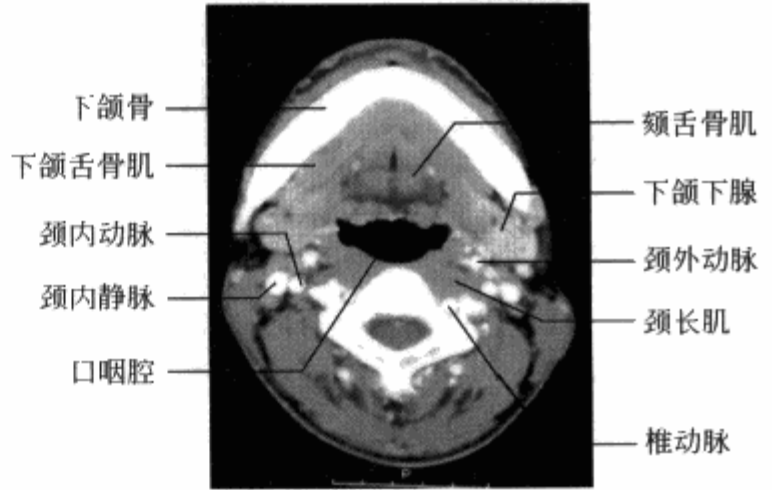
横轴位增强 CT 示口咽部层面正常解剖结构
